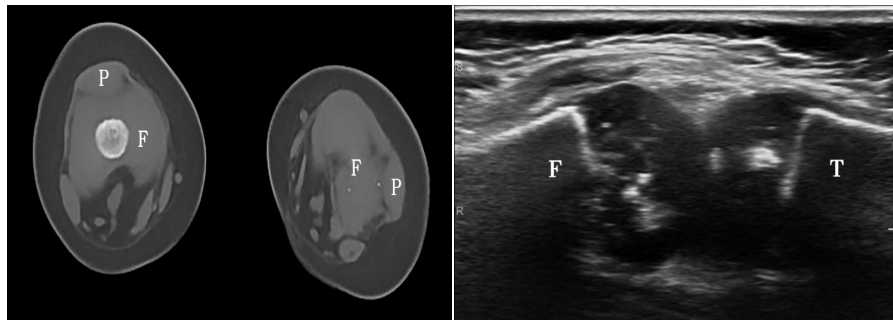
CT示左侧膝关节脱位(F:股骨;P:髌骨) 图2 声像图示左侧膝关节髌骨脱位(F:股骨; T:胫骨)
